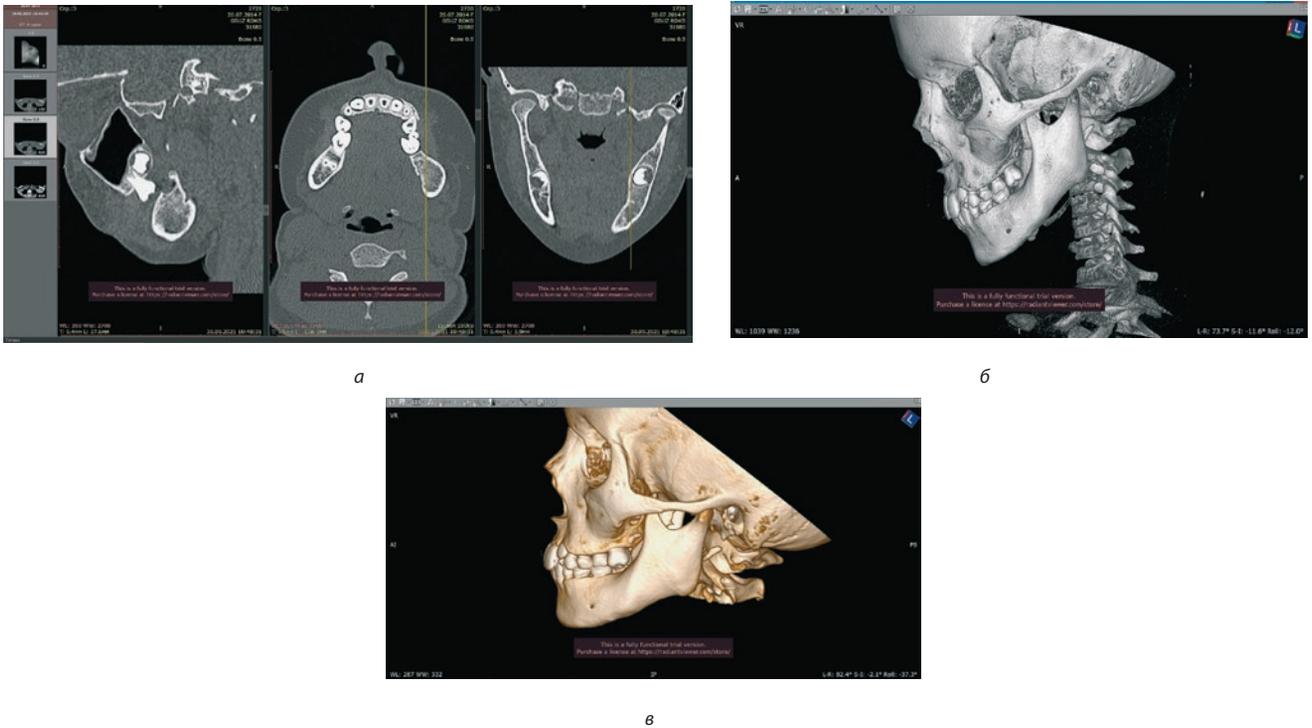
Отпечаток компьютерной томографии от 30.09.2021 г.
